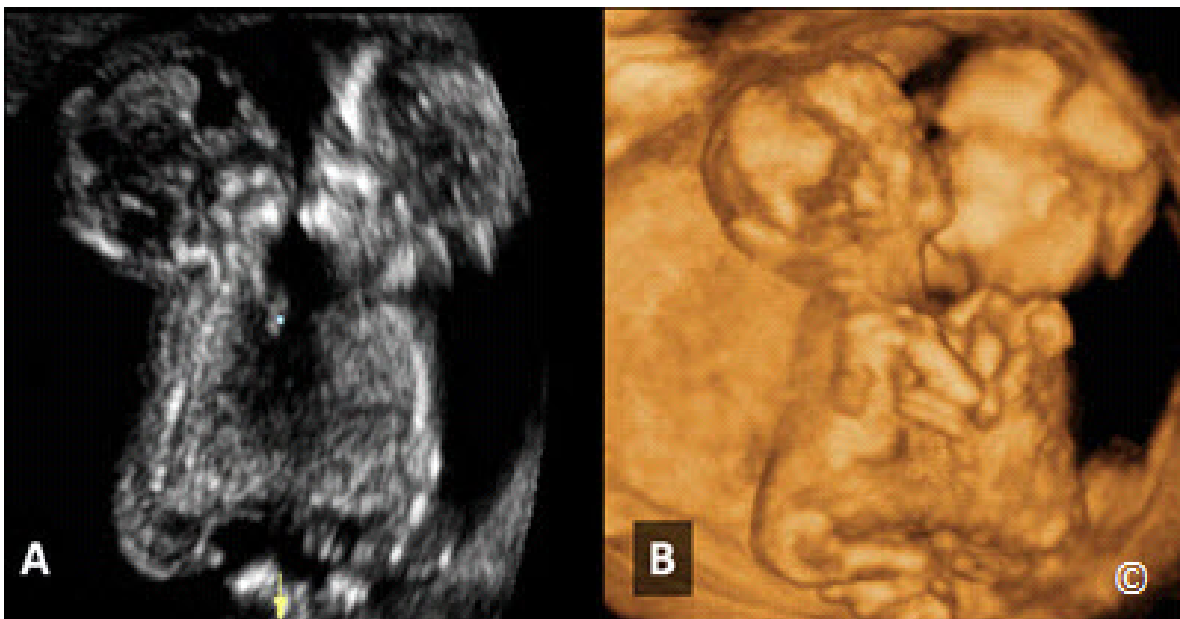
A y B: Siameses a las 12 semanas de gestación en ultrasonido 2D (A) y 3D (B). Observe que los gemelos se unen en el pecho y el abdomen. Más detalles sobre gemelos siameses se presentarán en el capítulo 7.
